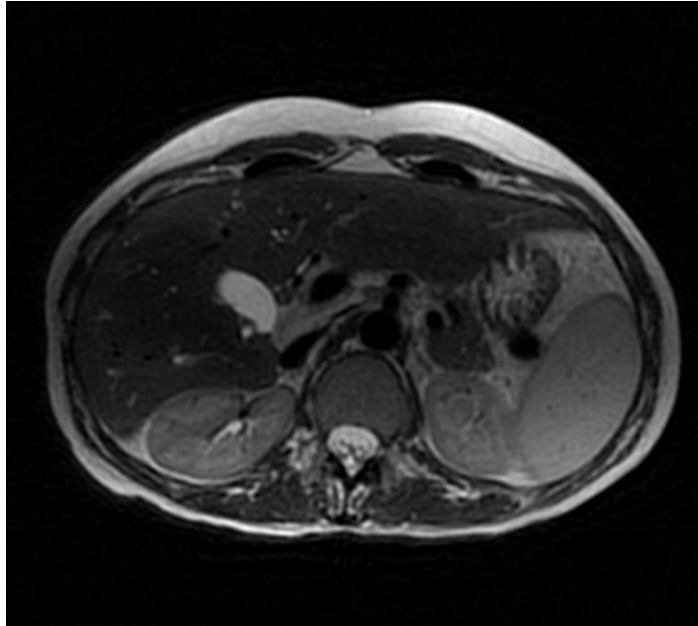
Colangio-Resonancia. Se observa una clara dilatación de la vía biliar izquierda. (Foto del autor).
